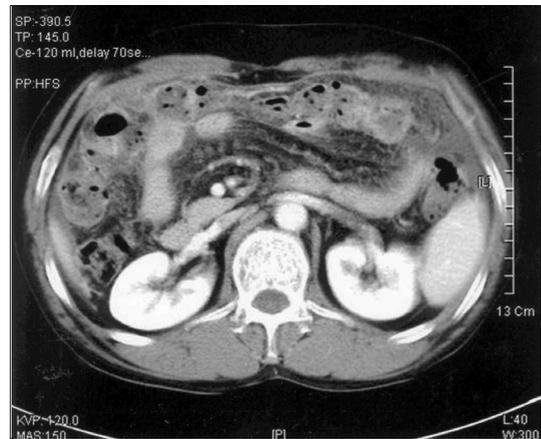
CT finding. There are ascites, omental cake formation and peritoneal thickening.
